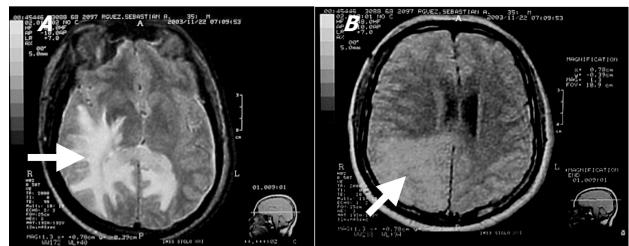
IRM de cráneo secuencias T2 primero y segundo ECO, donde se aprecia lesión hiperintensa de la sustancia blanca, de aspecto digitiforme, con respeto de fibras arcuatas, con poco efecto de masa y con involucro vía *tapetum* del cuerpo calloso del área occipital contralateral.
